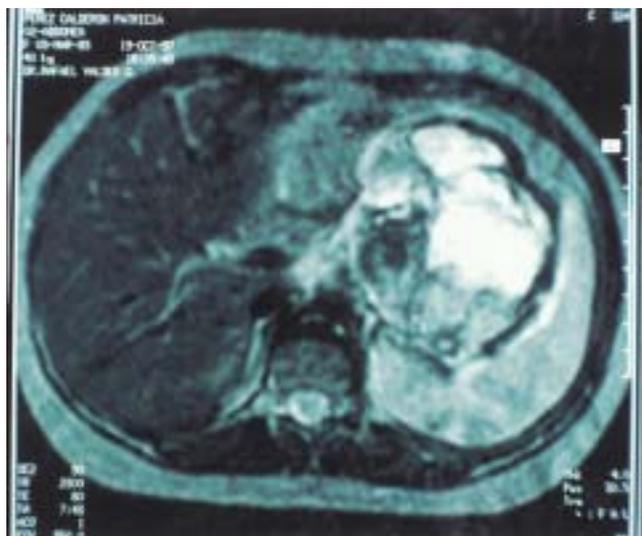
RM. se observa la tumoración y sus vascularidad.
